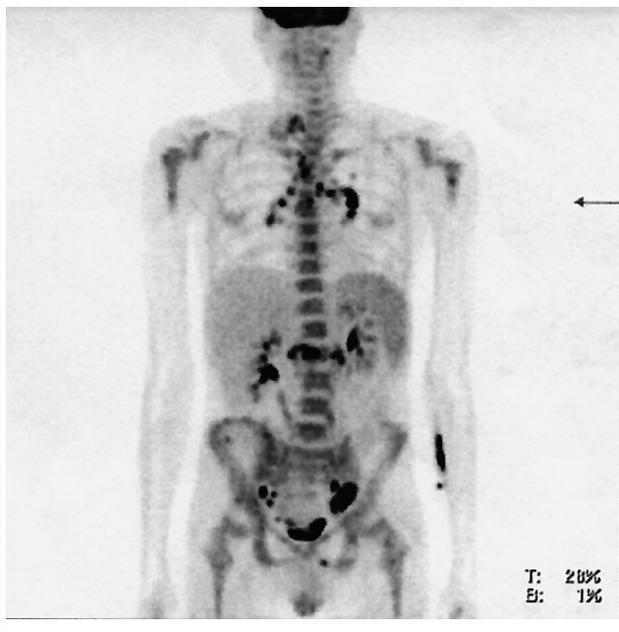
ПЭТ-КТ после индукционной ХТ (резидуальная активность в паратрахеальных лимфоузлах).
